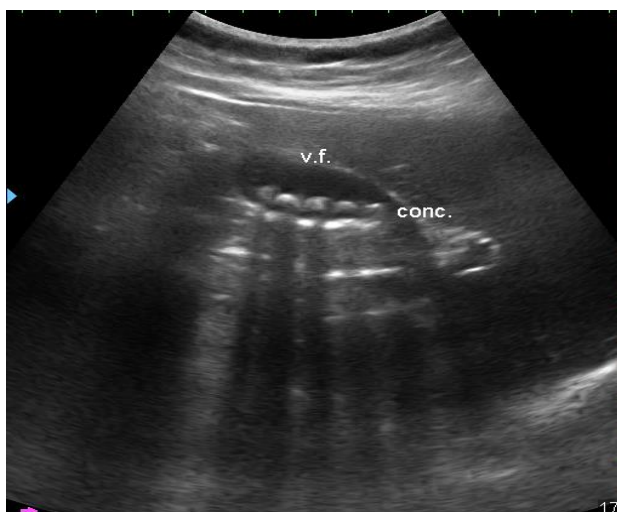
УЗИ. Острый калькулезный холецистит, наличие камней в просвете желчного пузыря.
